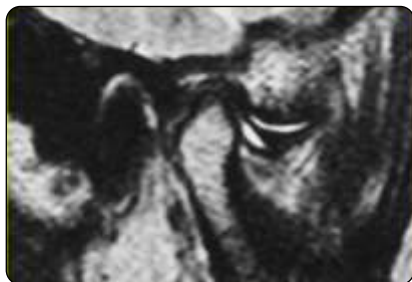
La Resonancia Magnética muestra la deformación y desplazamiento discal parcial con efusión en espacios sinoviales.
